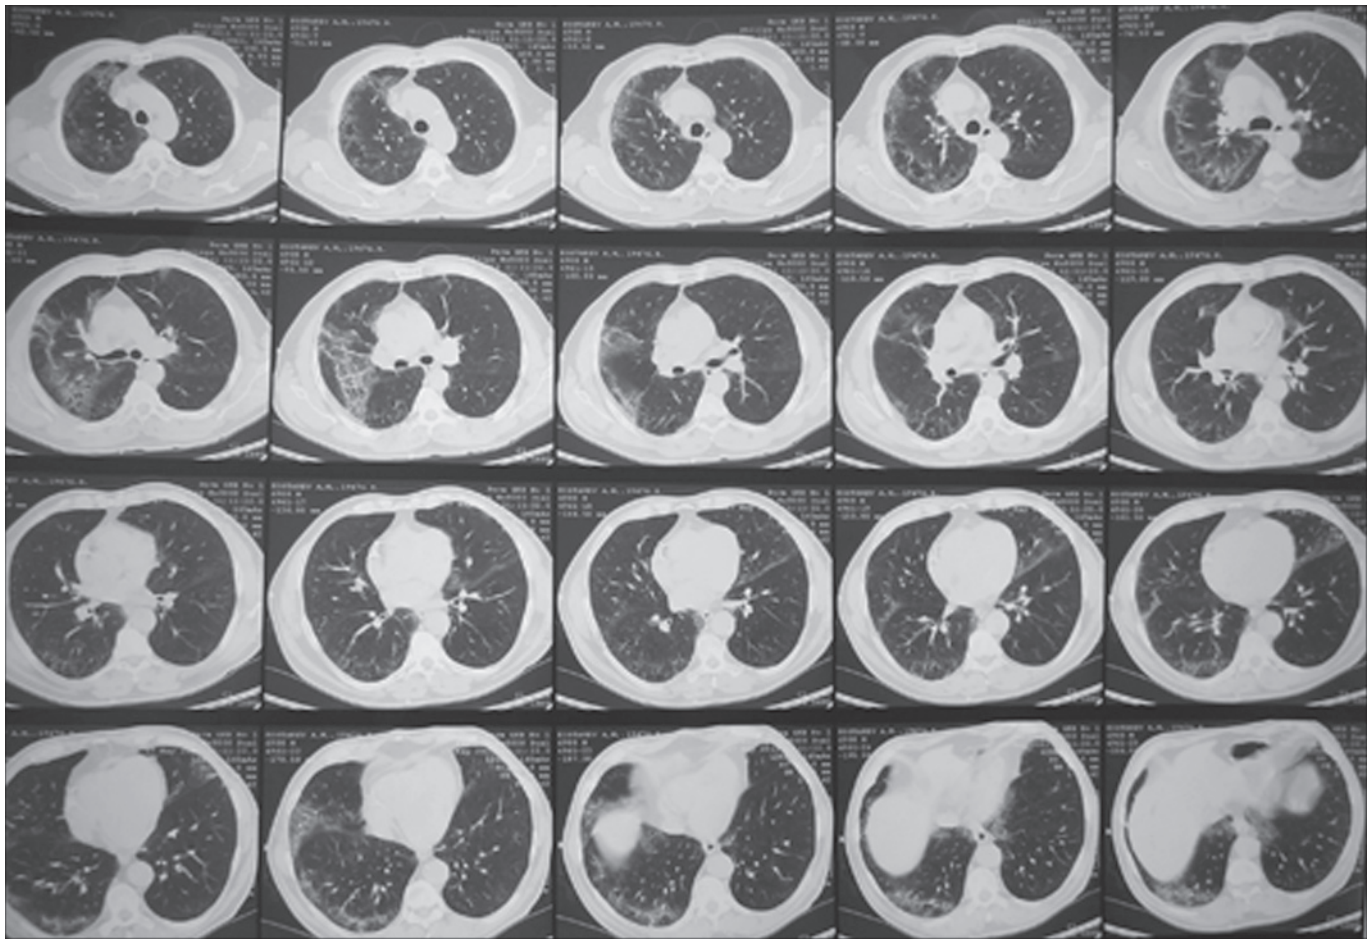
КТ-грамма больного К. от 17.05.11.
